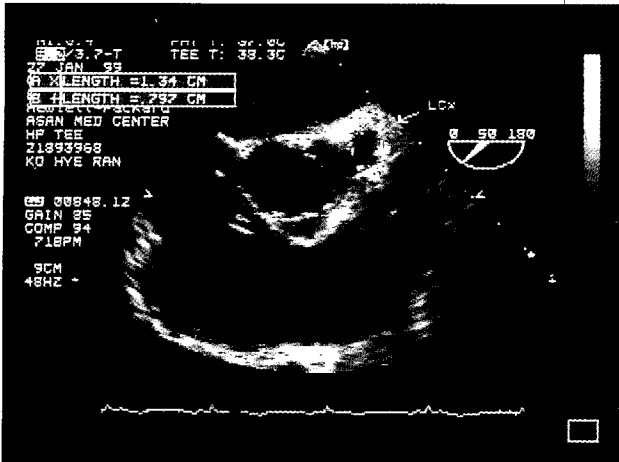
Preoperative transesophageal echocardiogram showing coronary aneurysm at the proximal portion of obtuse marginal branches.
